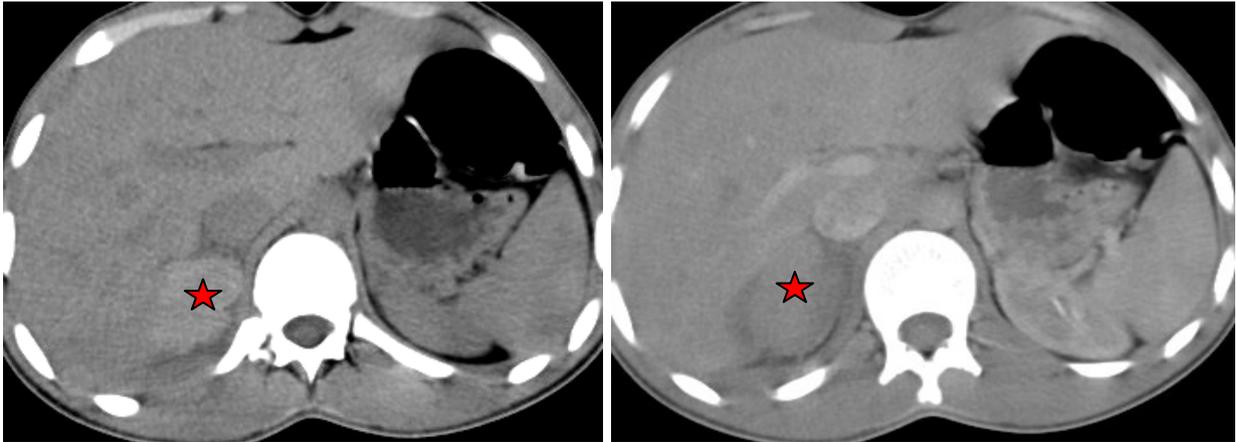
Hématome surrénalien droit dans le cadre d'un traumatisme abdominal chez un homme de 32 ans. TDM abdominale en coupe axiale sans et avec injection du PDC, hématome surrénalien droit spontanément hyperdense non rehaussé après injection du PDC (étoile rouge) associé à un foyer de contusion hépatique (flèche jaune)
